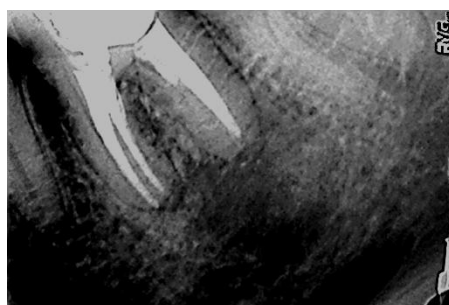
Radiografía control 6 meses.
